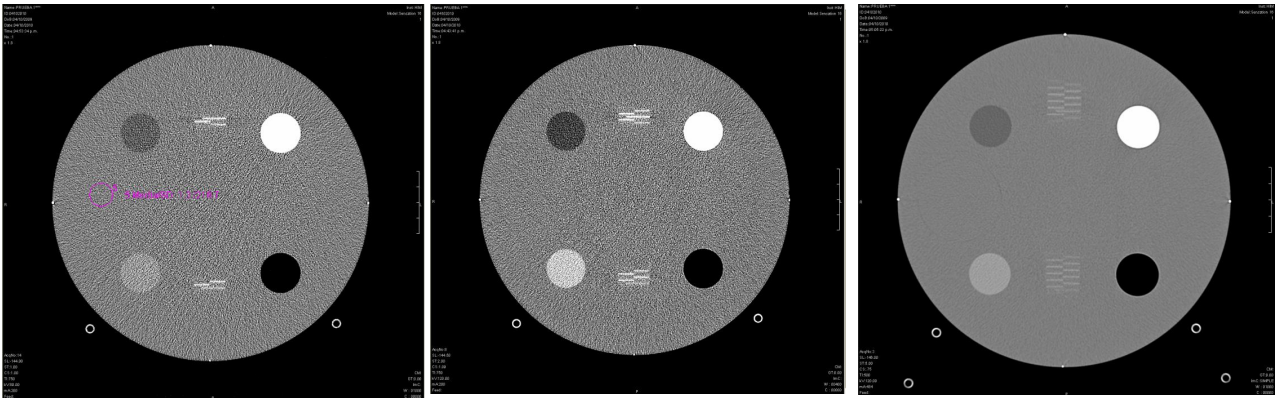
Imágenes del módulo 1 para evaluar la dependencia del número CT con el kVp
